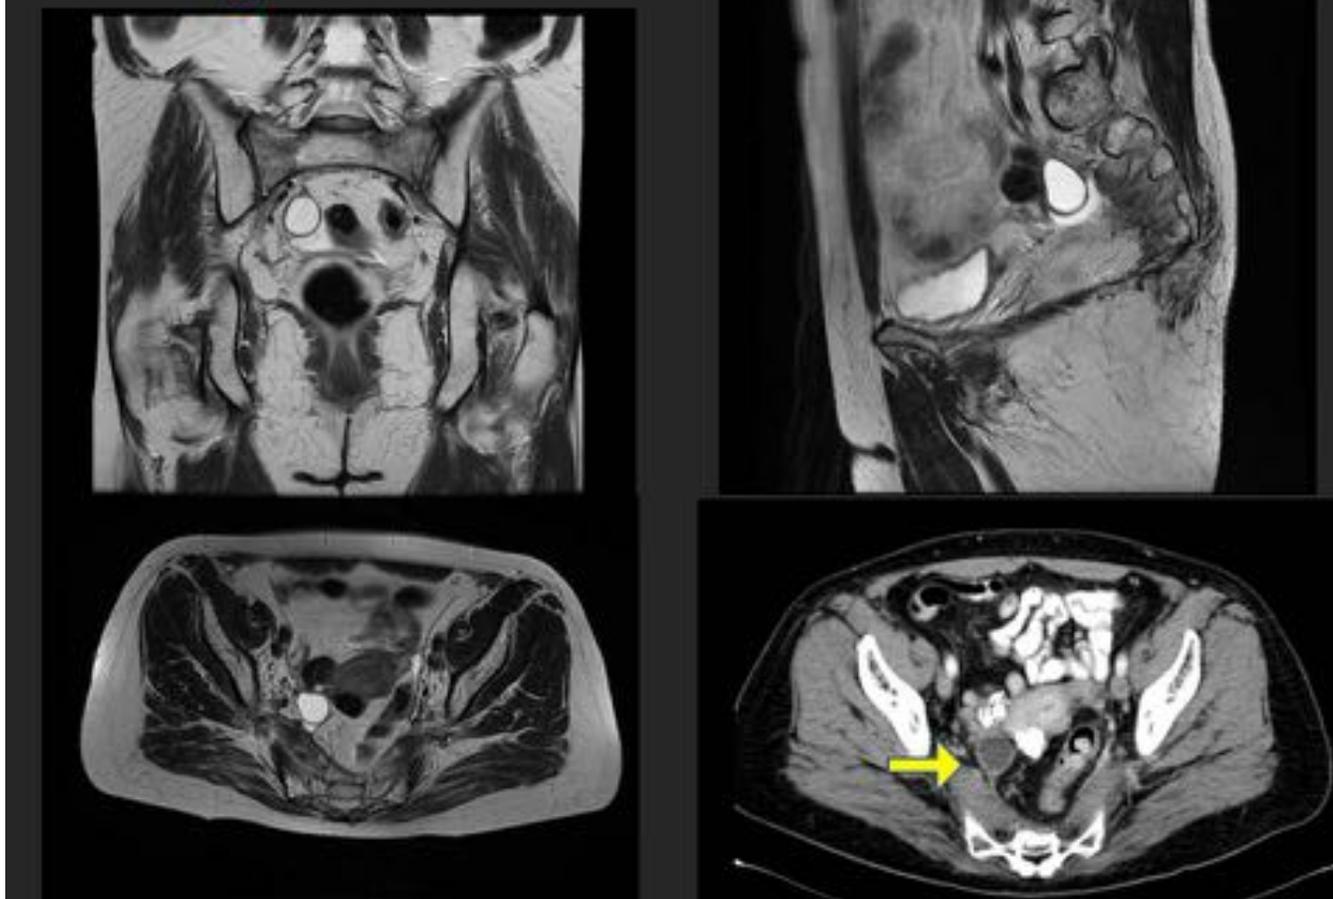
Caso 3: mujer de 65 años a la que se realiza una RM para descartar recidiva de neoplasia rectal. Como hallazgo se observa un quiste paraovárico derecho de 2.5 cm, que ya se visualizaba en TC previo (flecha amarilla).
